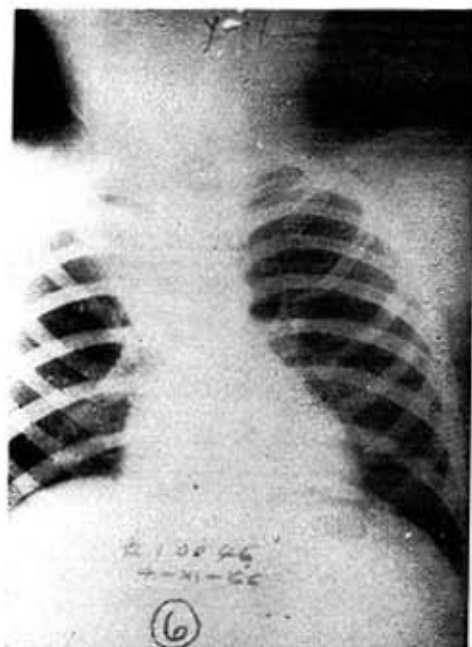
Radiografía de tórax del caso No. 2 en su primer ingreso: Atelectasia del lóbulo superior derecho.
